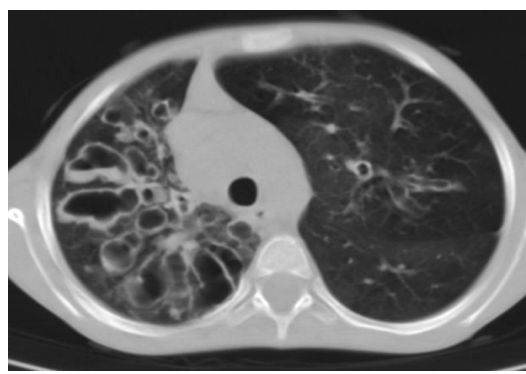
Bronșiectazii varicoase cu nivel de lichid în fibroza chistică (HRCT pulmonară)
